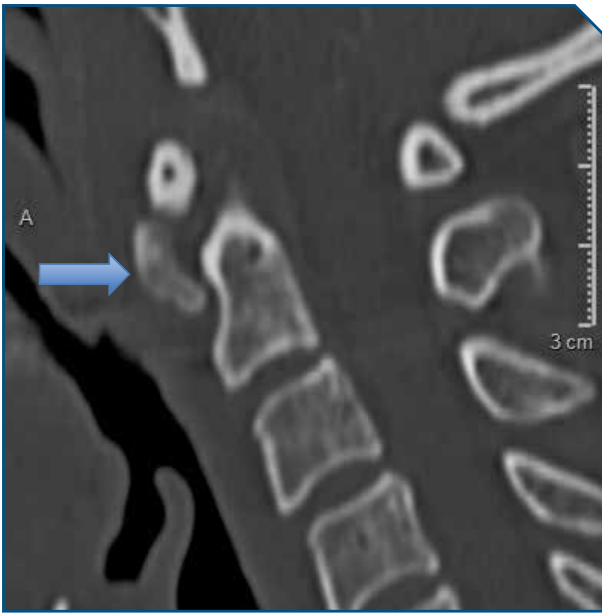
CT scanner cervical en coupes sagittales et transverses révélant une masse calcifiée située devant l'arc antérieur de C1
